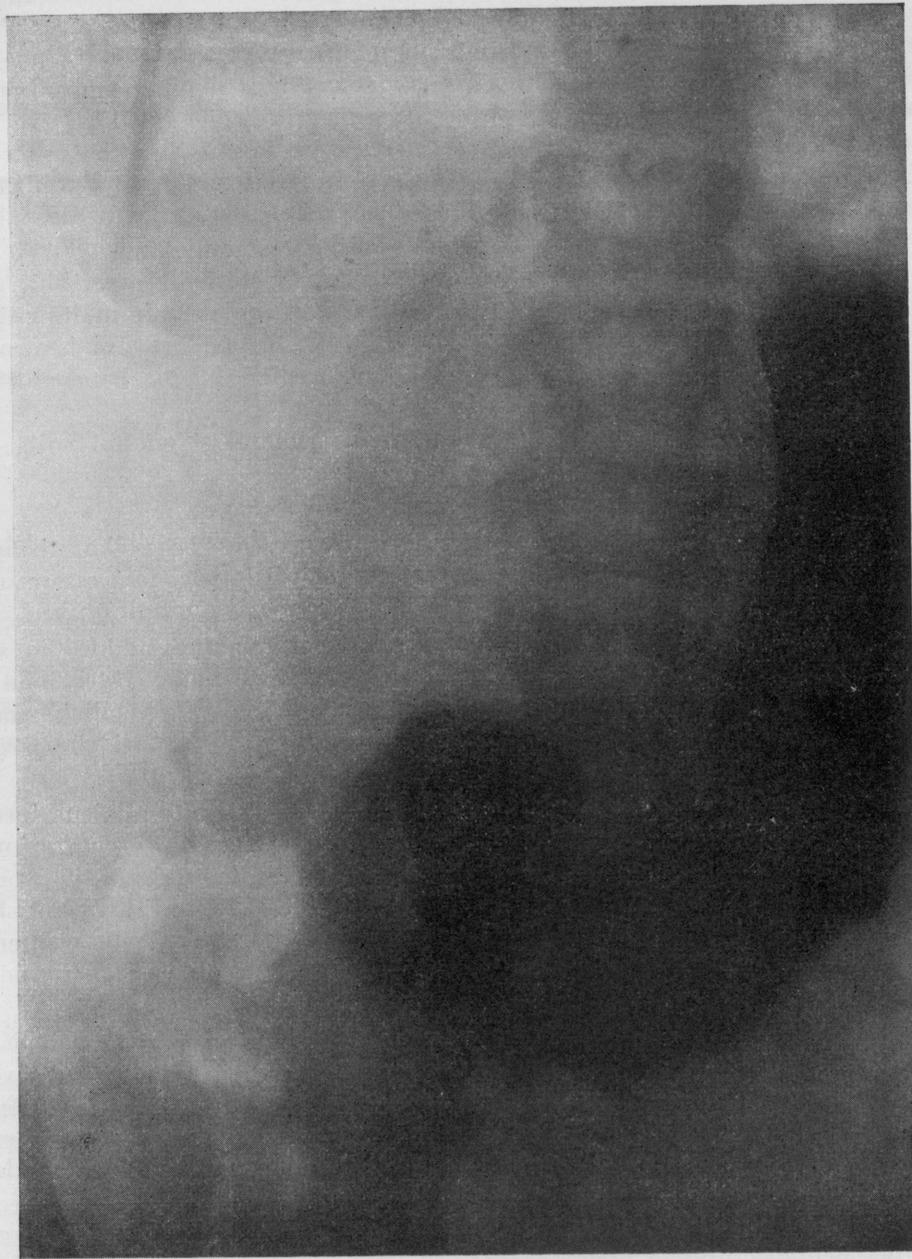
Dimostrazione della stabilità degli effetti dell'operazione. Lo stesso viscere della fig. 12 radiografato *dopo quattro anni*. Lo svuotamento gastrico si effettua dopo tre, quattro ore.
